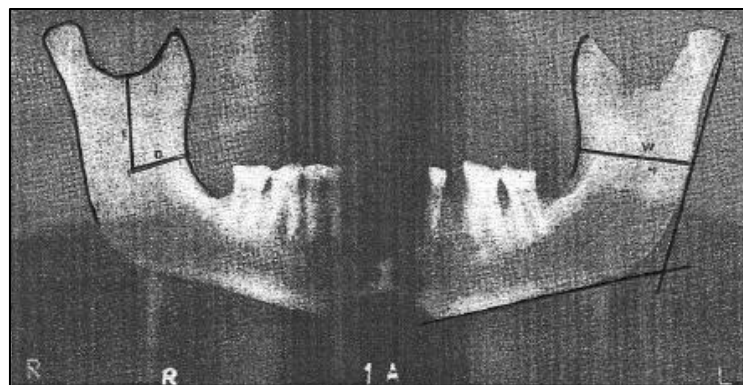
Puntos de referencia anatómicos y varias mediciones calculadas sobre radiografías panorámicas (109).
